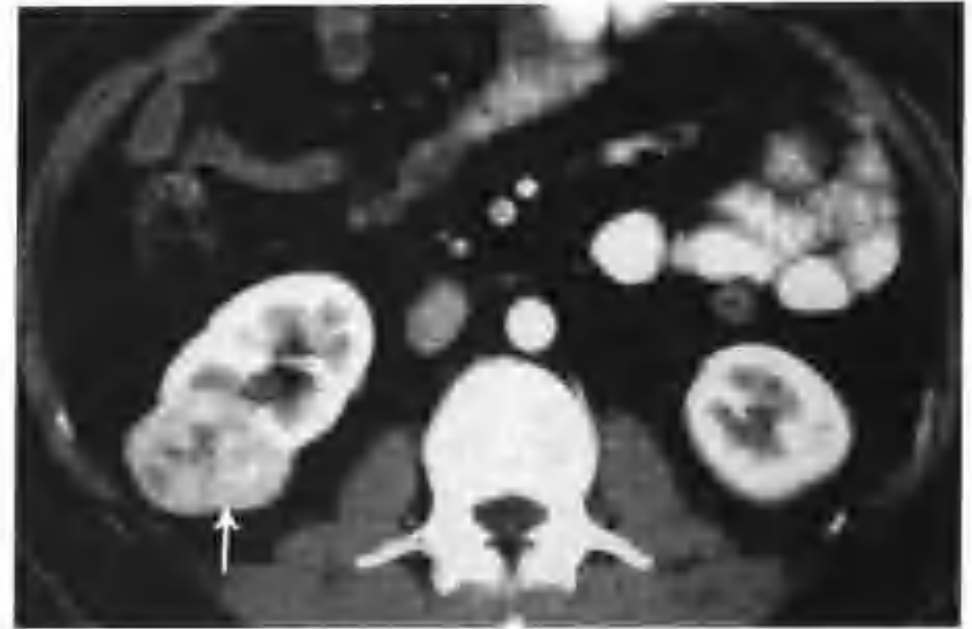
与图 2-1-111 为同一病例，增强扫描肾皮质期全瘤明显不均匀强化，CT 值 158HU，病灶周边强化明显，呈不规则厚环状（箭头）
